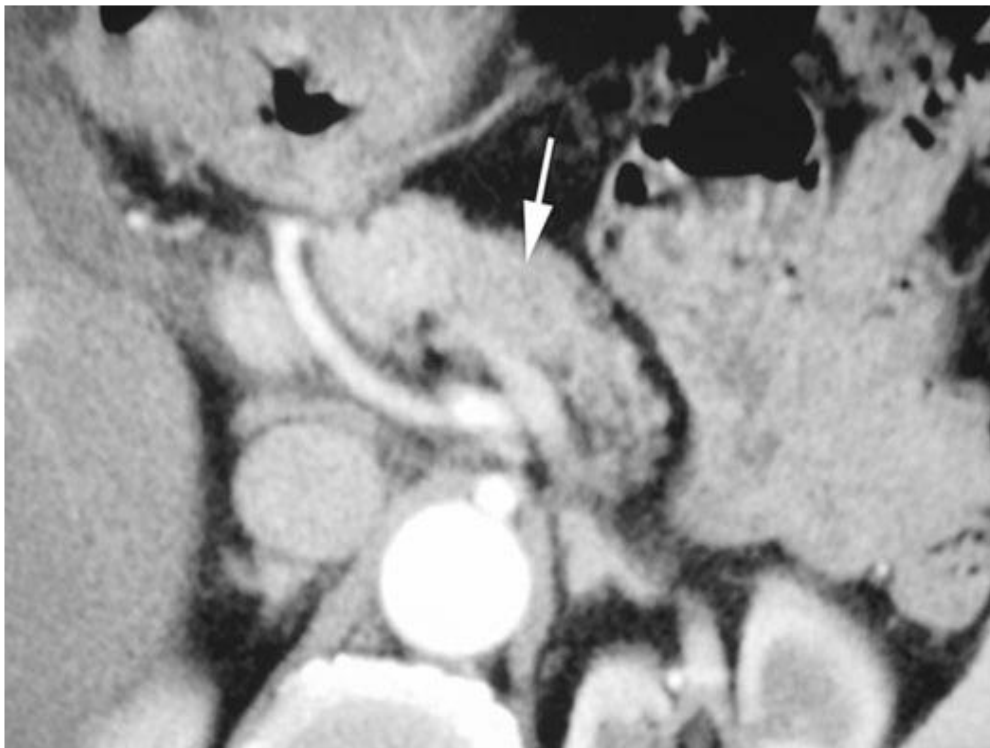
aspect d'un Adénocarcinome canalaire iso-dense a la TDM[77].
